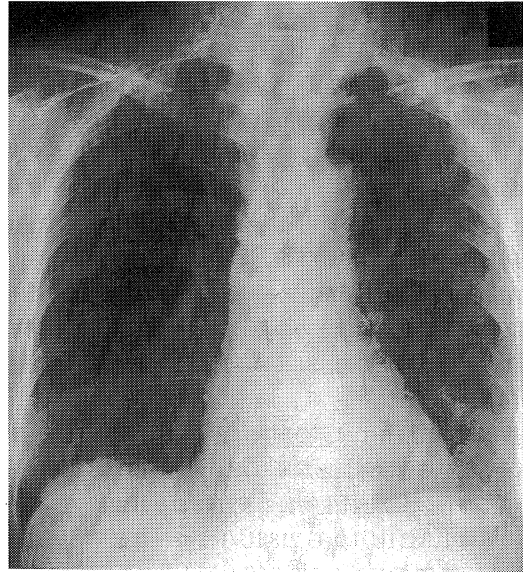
The chest roentgenogram on admission showed a multitude of discrete and confluent nodular opacities, ranging in diameter from 1 to 3 mm.
